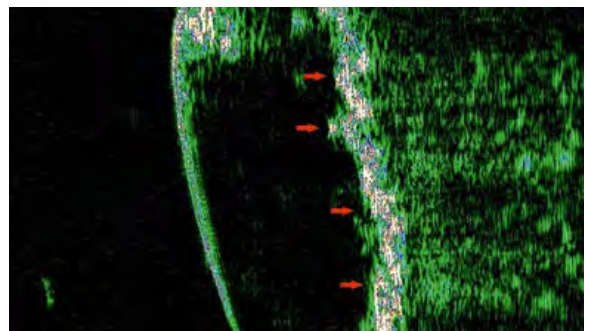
УЗИ кожи во 2-й группе до начала исследования.
